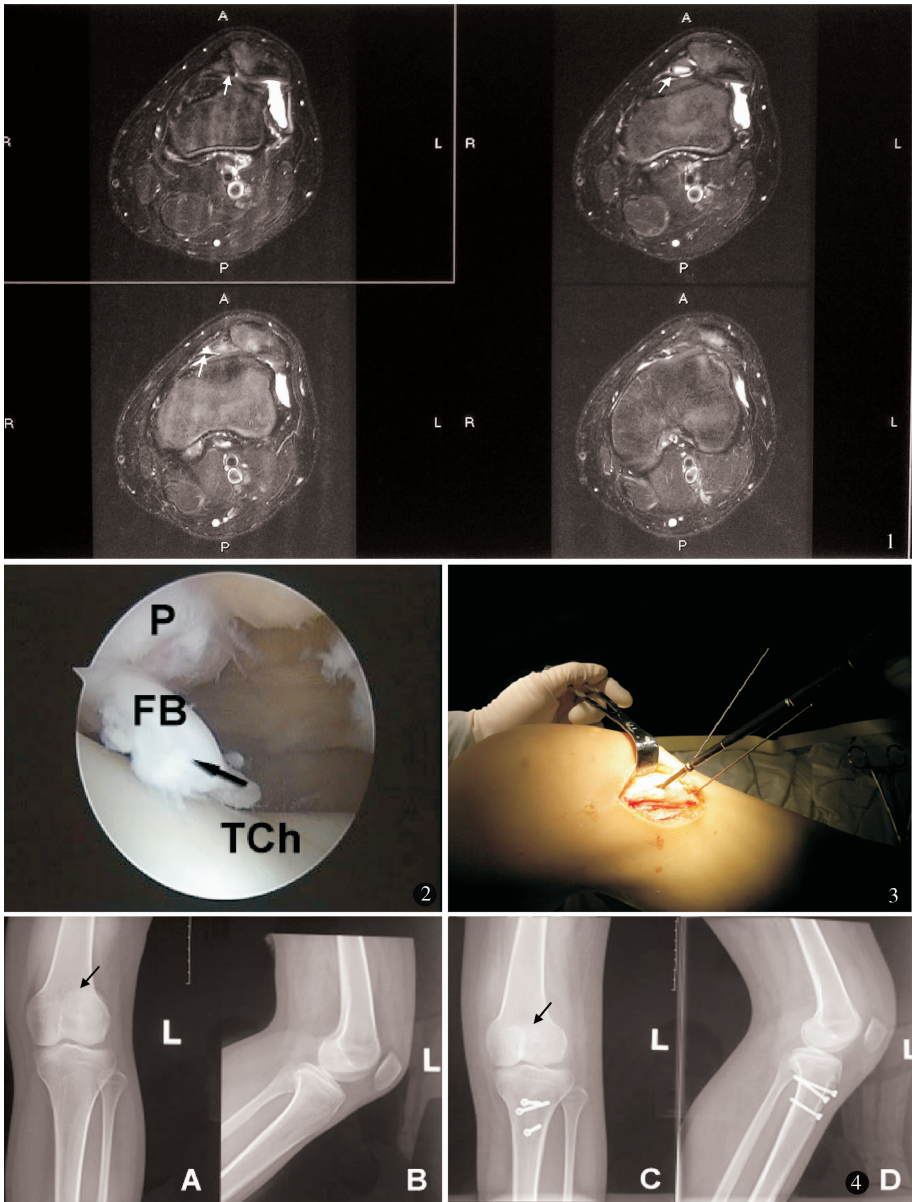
MRI 平扫显示内侧髌-股韧带撕裂、松弛,髌骨半脱位状态,髌股关节间隙游离体形成
